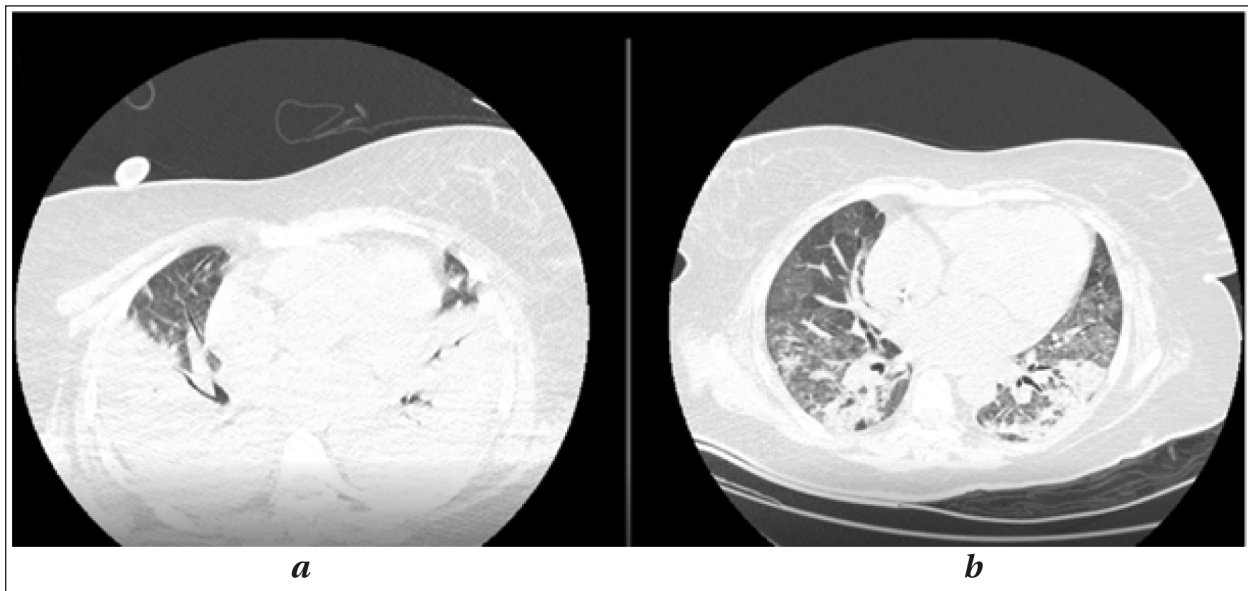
Динамика КТ до (а) и после (б) проведения сеанса ЭКМО длительностью 19 суток.
